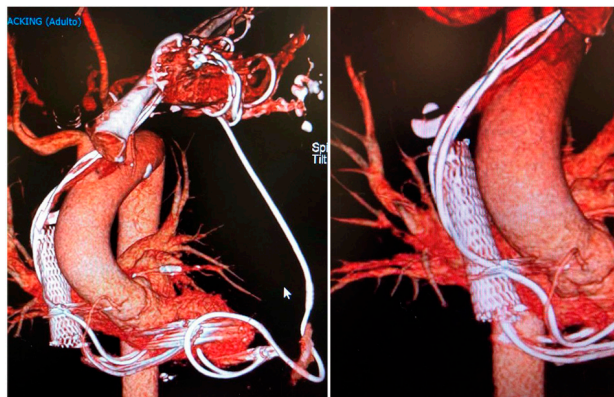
Reconstrucción tridimensional de la tomografía multicorte; se observan los distintos cables de marcapasos y el stent implantado en la vena cava superior (detalle de los cables atrapados en la imagen de la derecha).
